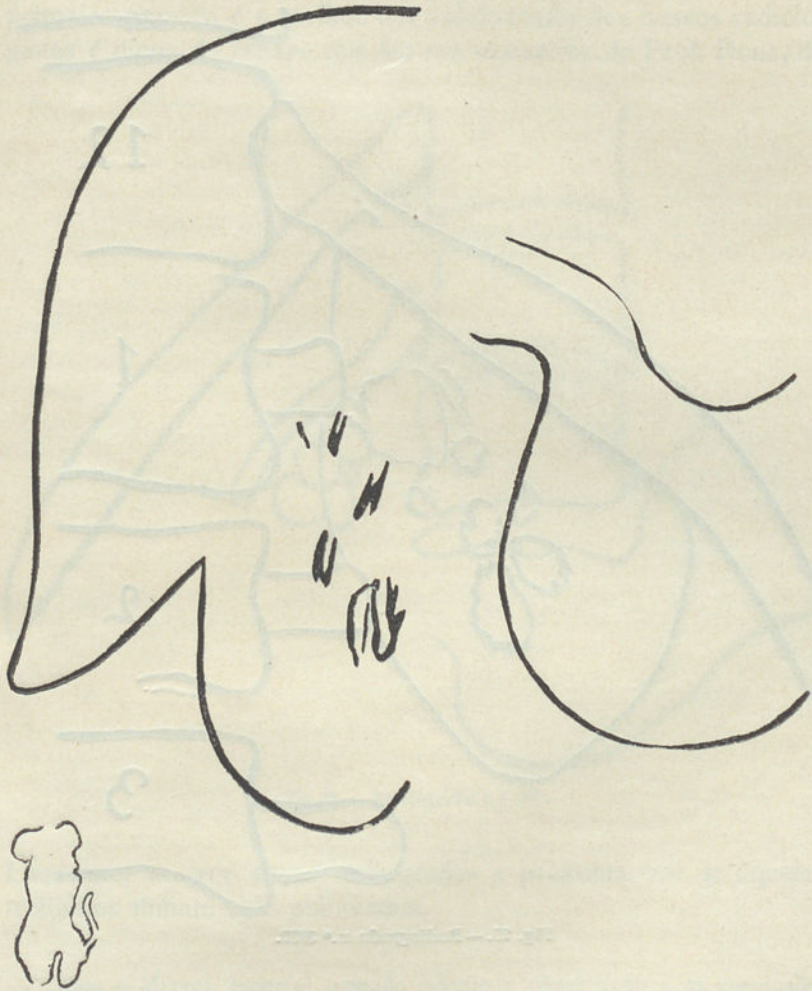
Radiografia n.º 3439
